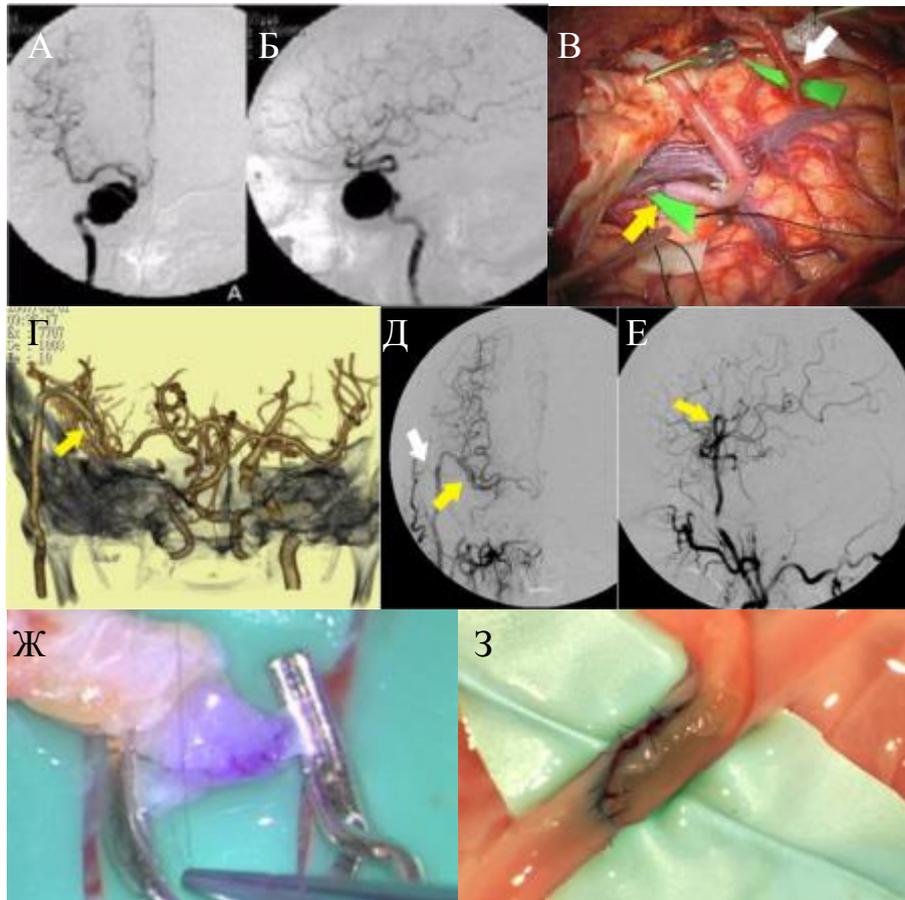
Пациентка X., 57 лет: на церебральной ангиографии в прямой (А) и боковой (Б) проекциях определяется гигантская аневризма ВСА; В – выполненные этапы наложения ассистирующего анастомоза: поверхностная височная артерия – СМА и шунтирования наружная сонная артерия – лучевая артерия – М2; послеоперационные КТ-ангиография (Г) и цифровая ангиография в прямой (Д) и боковой проекциях (Е) демонстрируют состоятельность анастомозов; клинко-симуляционные параллели наложения микроанастомоза: Ж – интраоперационная картина; З – в эксперименте
